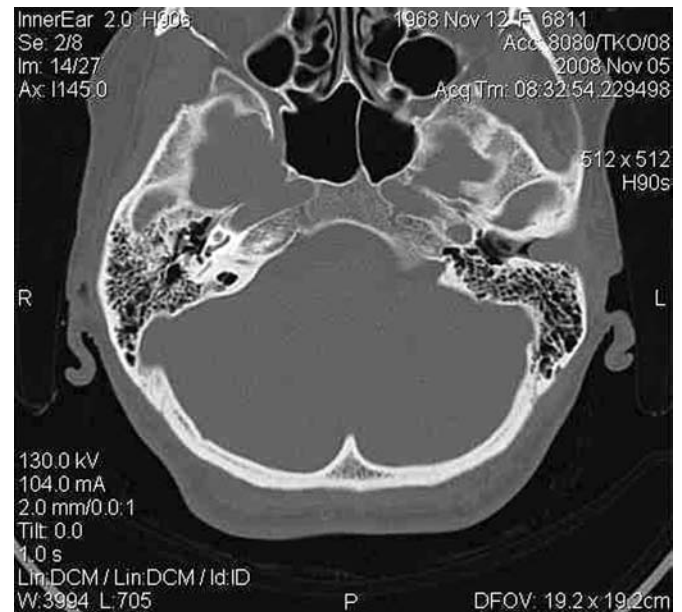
Obraz torbielaka potowego apokrynowego przewodu słuchowego zewnętrznego w tomografii komputerowej kości skroniowej w płaszczyźnie poziomej
